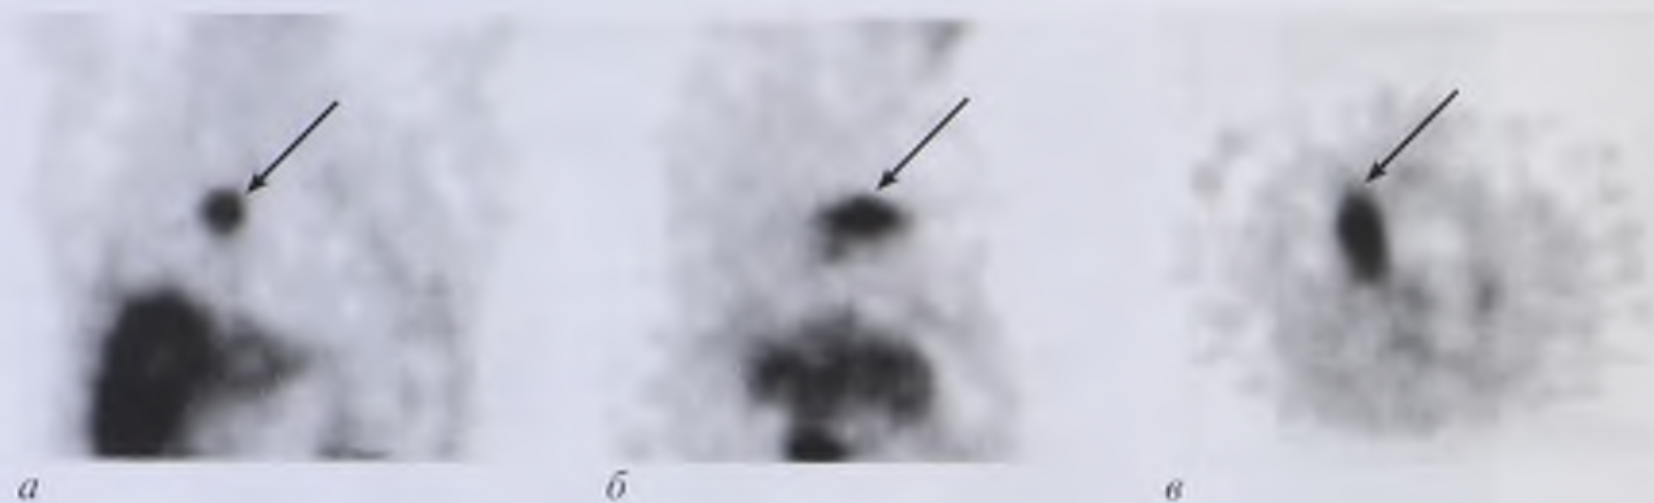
Однофотонные эмиссионные компьютерные томограммы с туморотропным РФП во фронтальной (а), сагиттальной (б) и аксиальной (в) плоскостях. Центральный рак легкого (стрелки)
